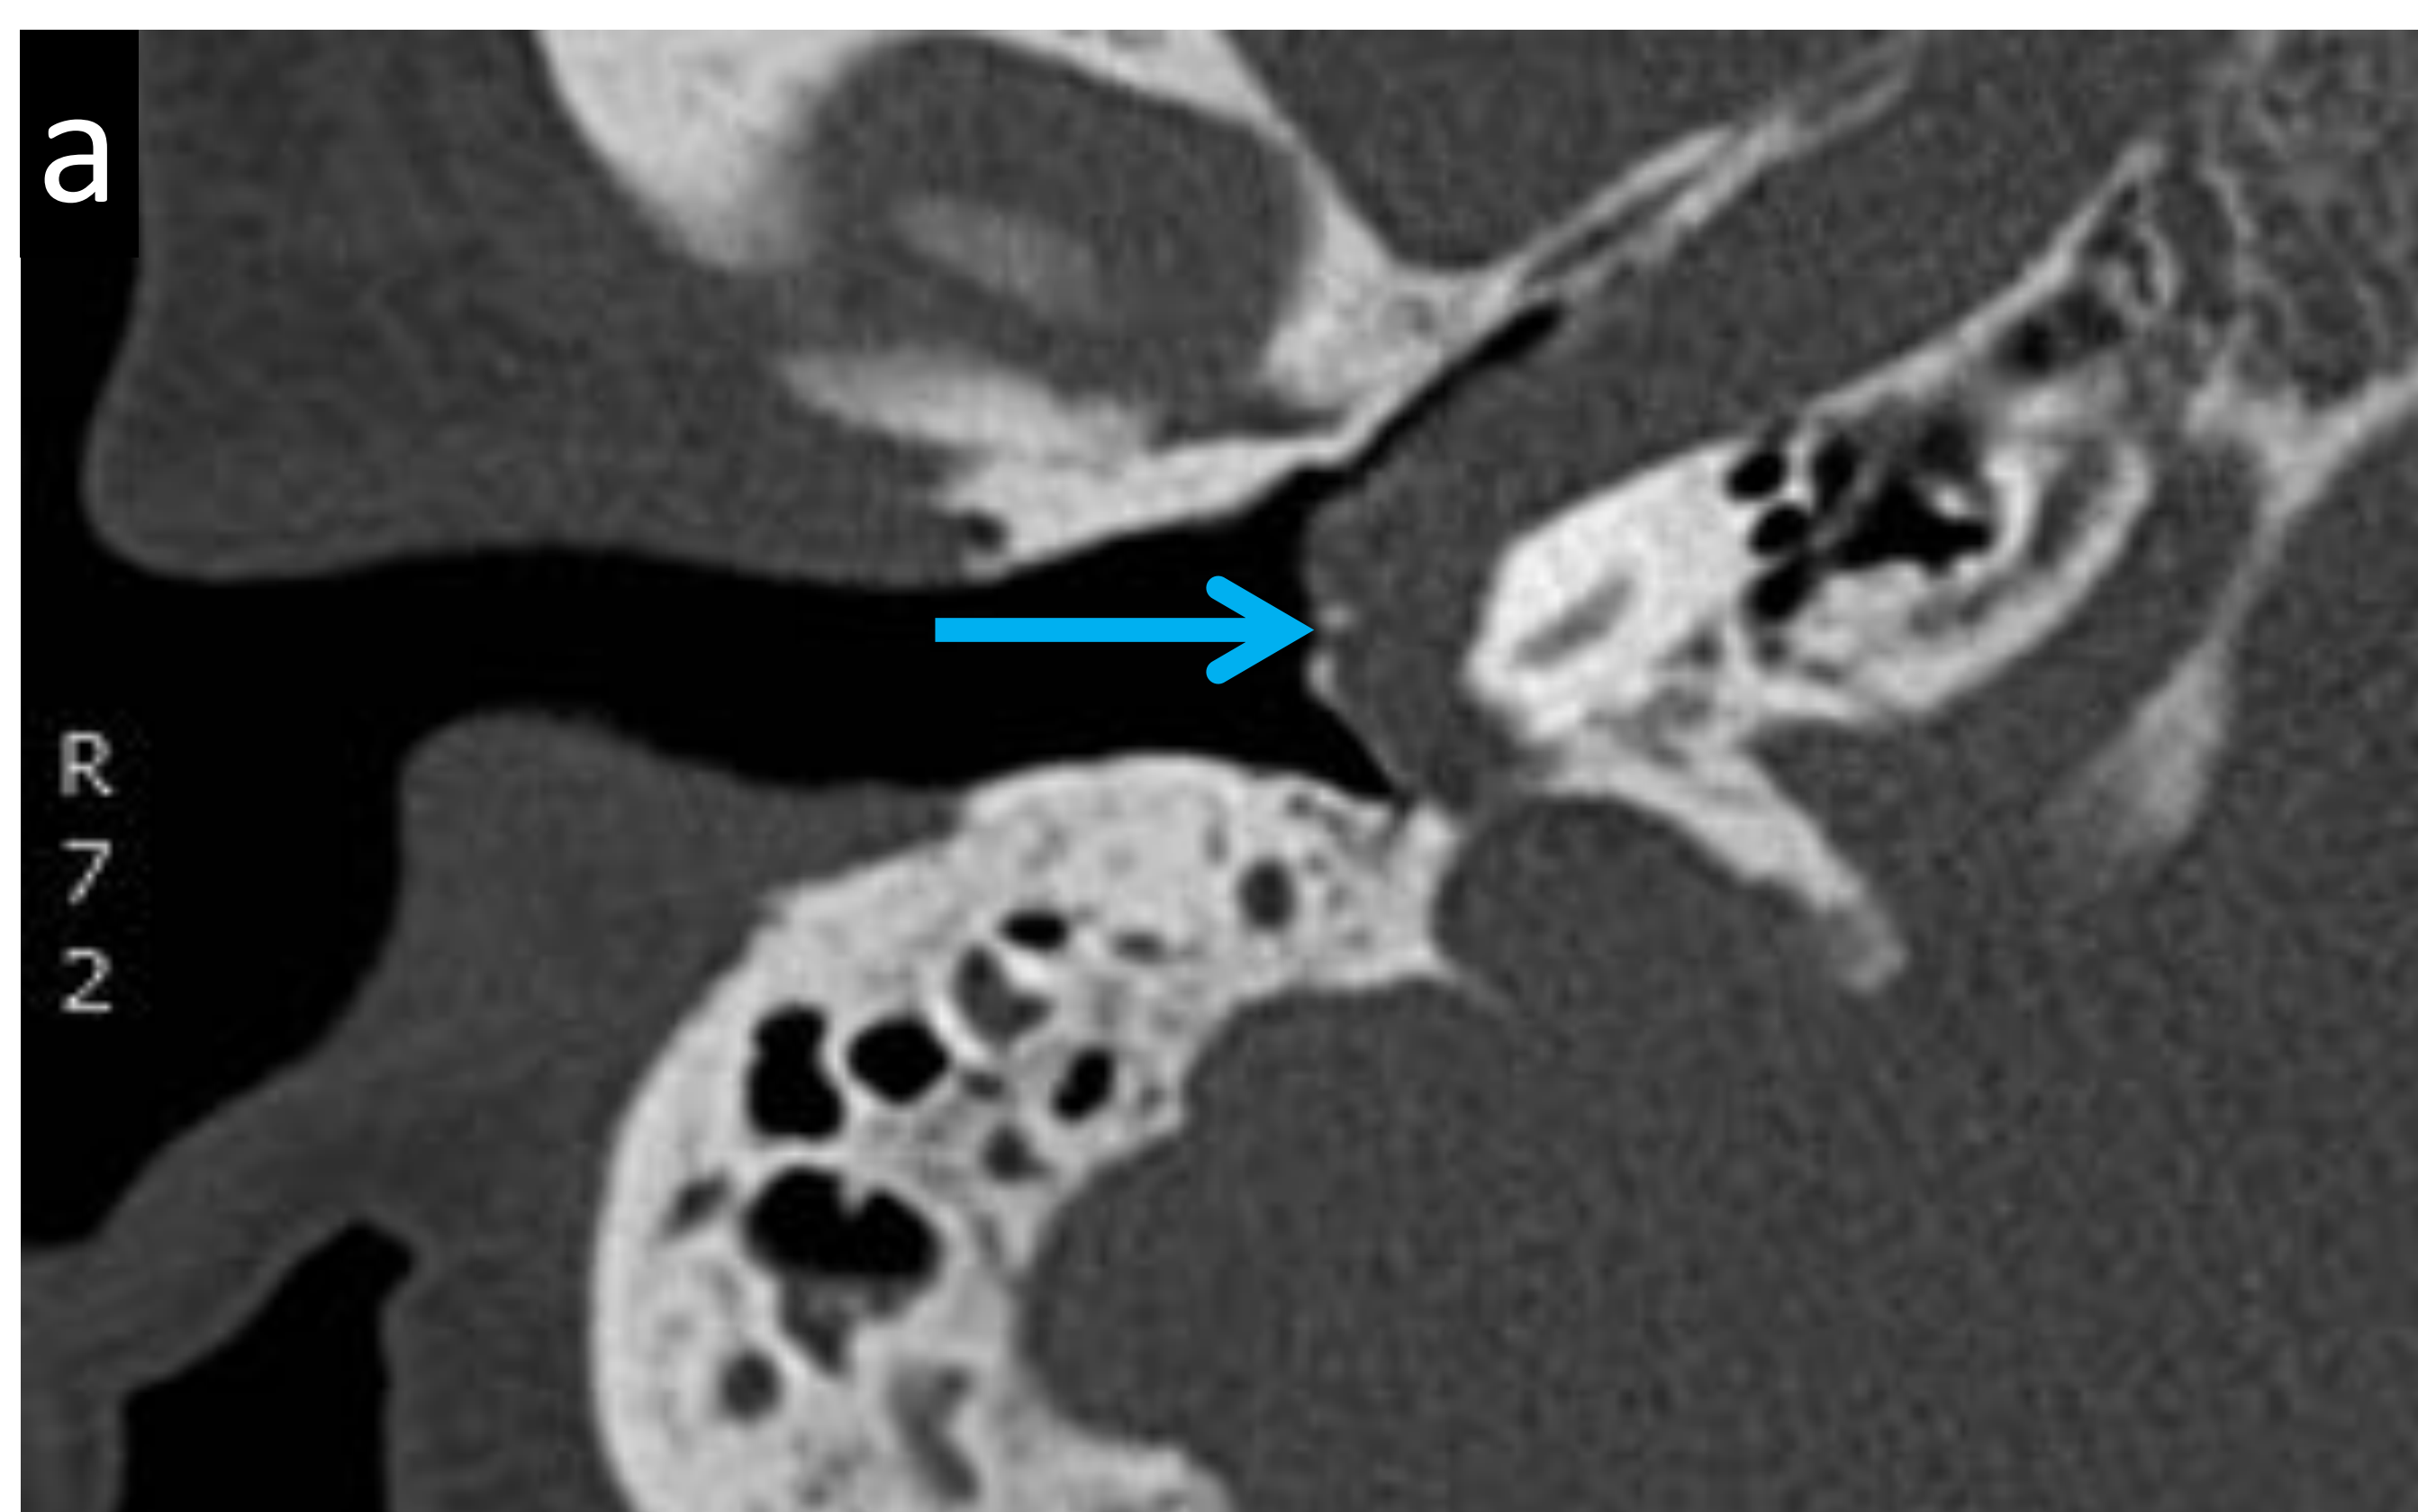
Ejemplo de variante anatómica de la normalidad con riesgo quirúrgico. Arteria carótida interna aberrante en el hueso temporal. En a) TC axial con ventana hueso y b) TC coronal con ventana hueso se visualiza una estructura tubular con densidad de partes blandas (flechas) en el hueso temporal derecho que pasa lateral al promontorio coclear. Referencias: Departamento de Radiología Hospital Severo Ochoa, Madrid. España 2018.
